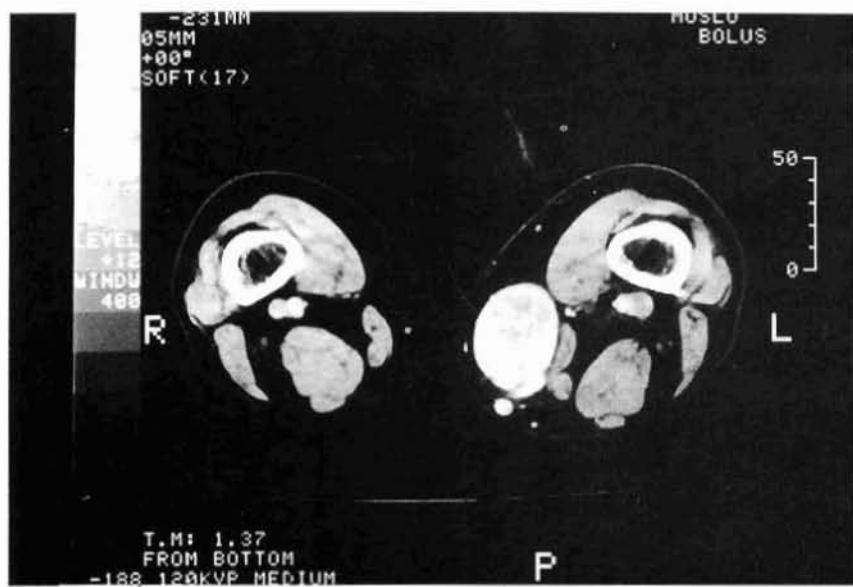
TAC con contraste. Masa tumoral hipervasicular en cara interna del músculo izquierdo. No engloba la vena safena interna.
